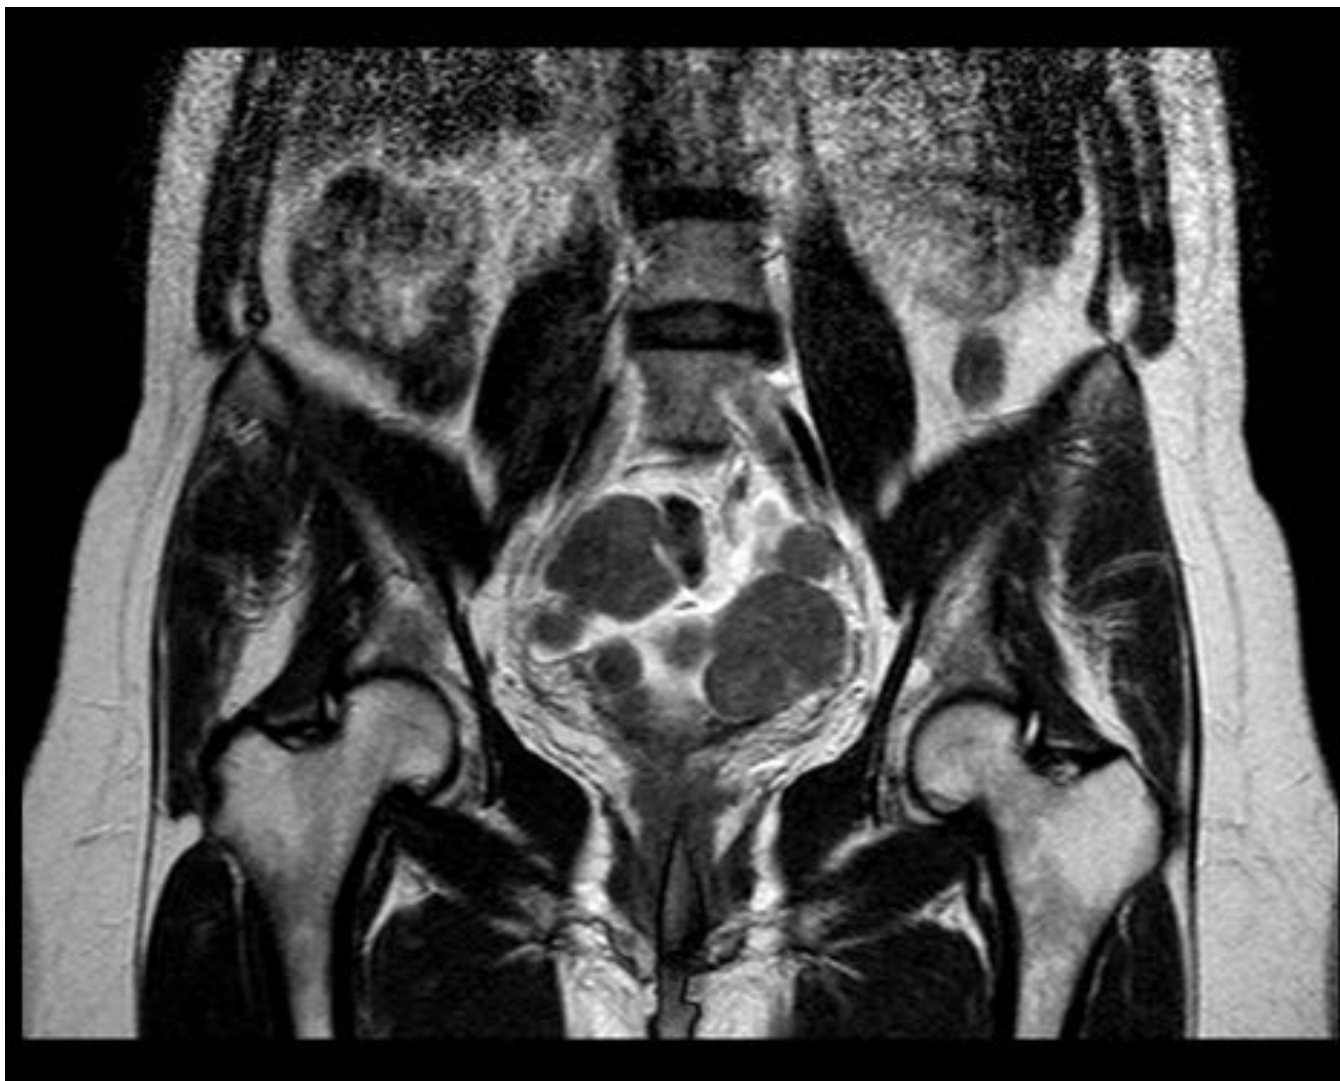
Imagen 6. Hallazgos en RM. Imagen coronal T2SE
